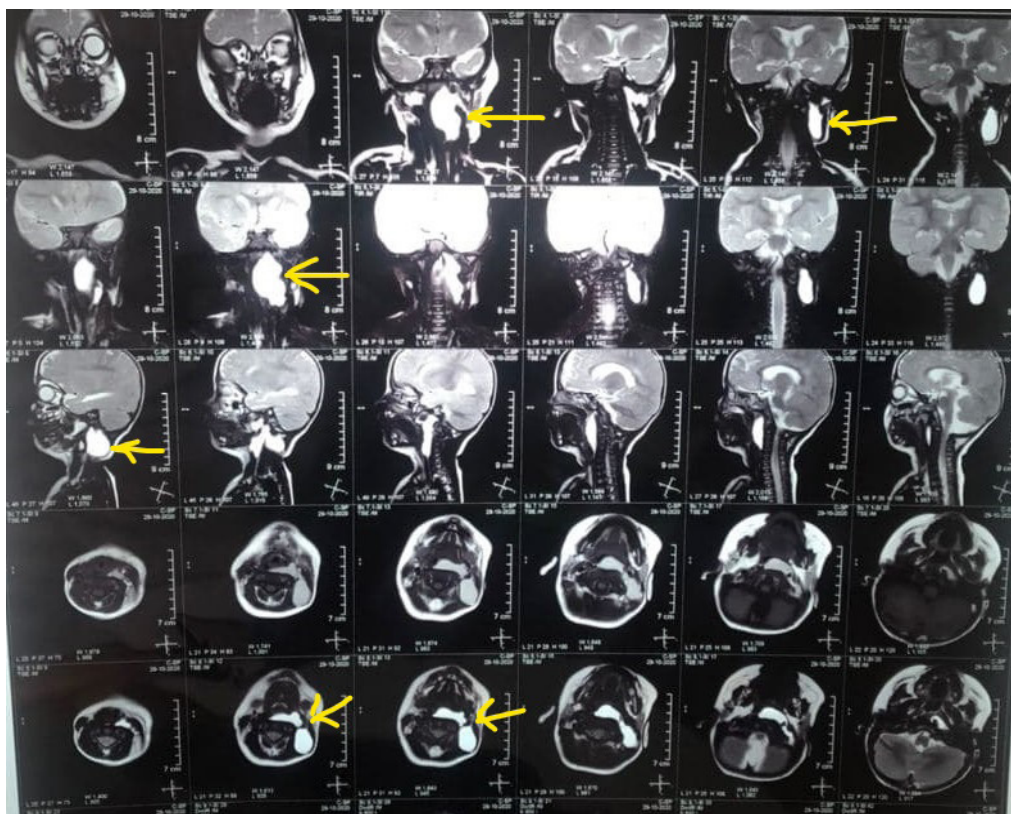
МСКТ шейной области (стрелкой указана образование в гортаноглотке слева)
